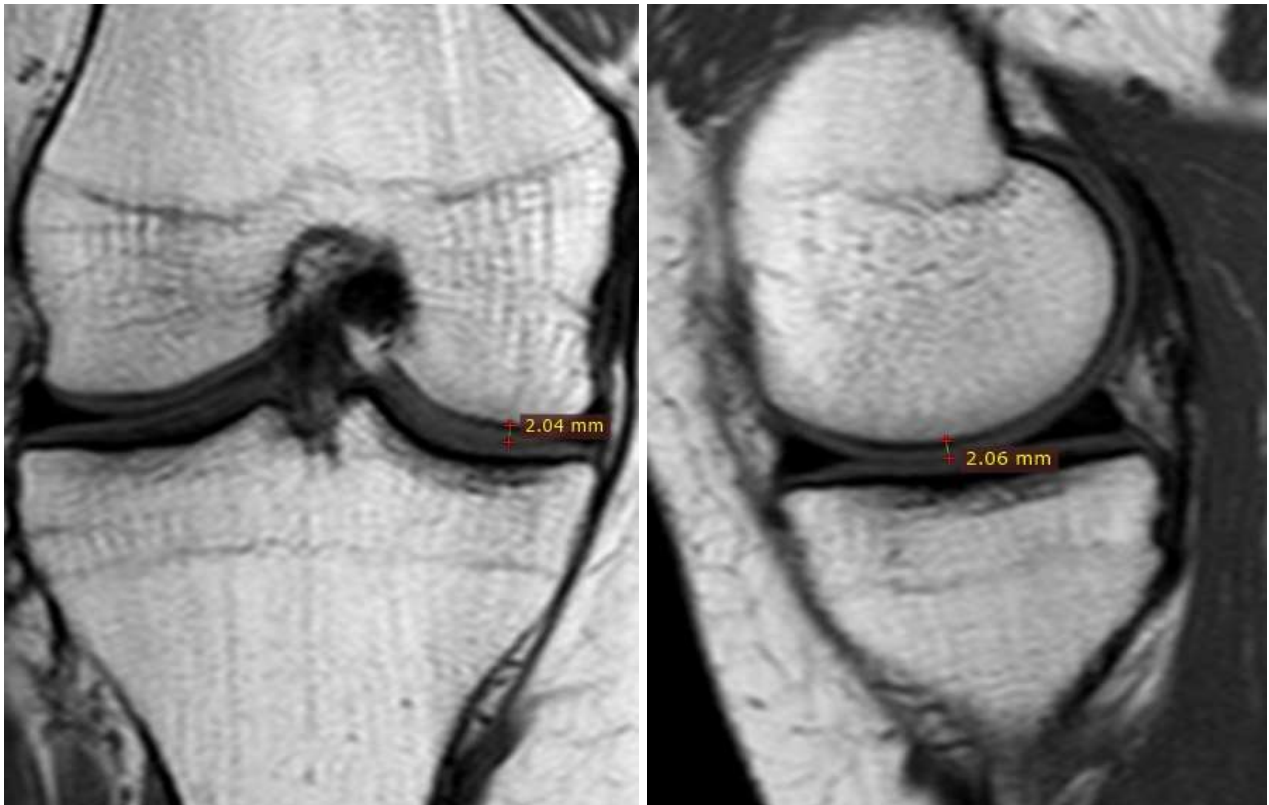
МРТ хворого Т., фронтальний та сагітальний зрізи до лікування.
